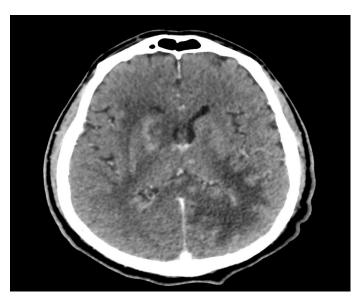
КТ головного мозга с внутривенным контрастированием от 05.10.2023. Заключение: КТ картина менингоэнцефалита обеих гемисфер головного мозга
